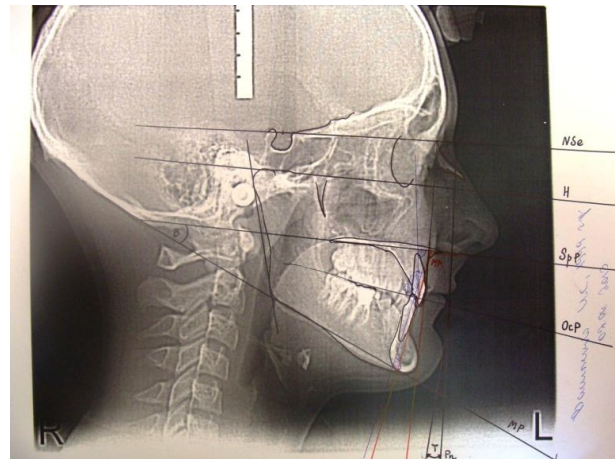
Фото телерентгенограми пацієнта В-ко, 14 р., мед. картка №803.
